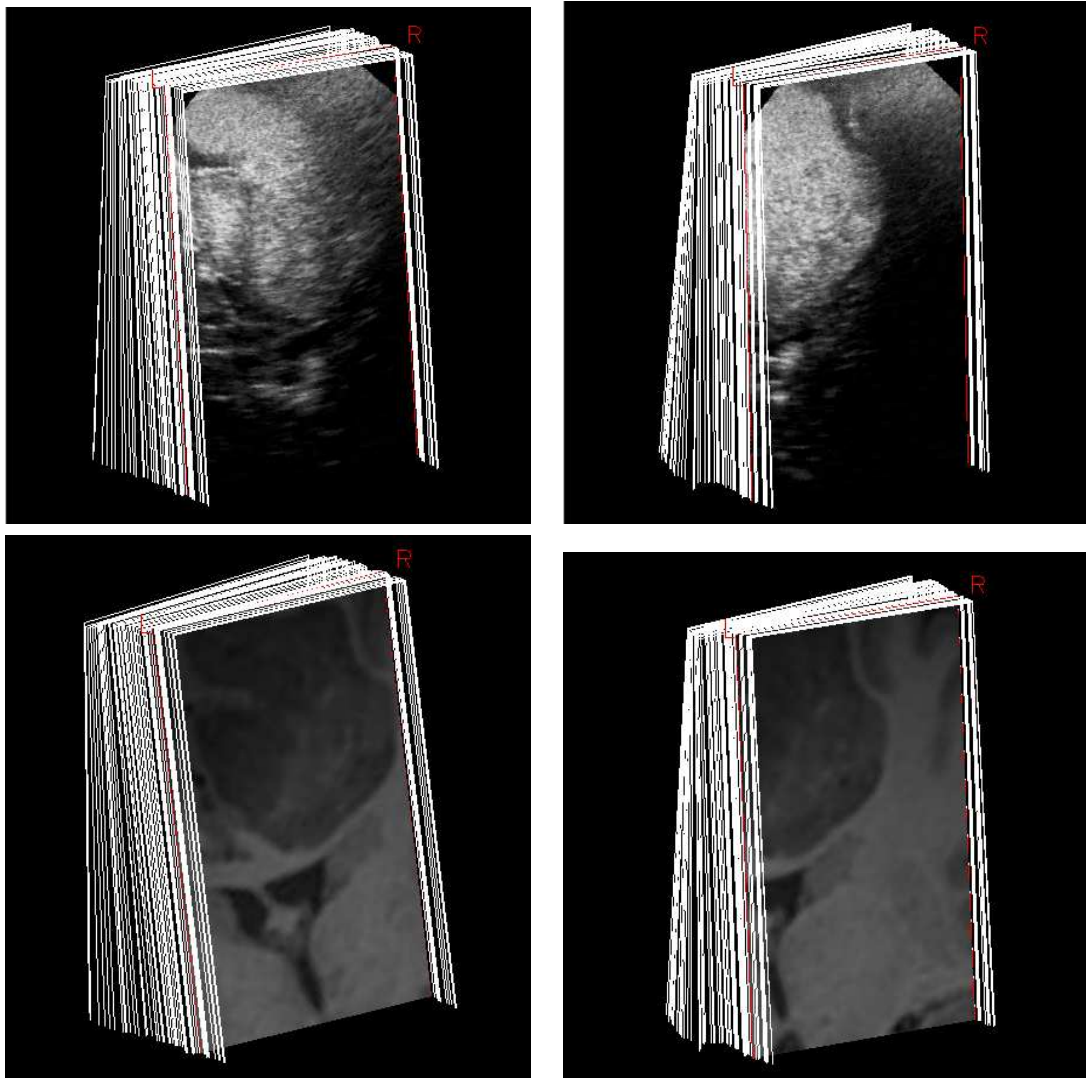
Top : Intra-operative B-scans sequences of brain used during evaluation. The low-grade glioma and ventricles are visible in white. Left : US-sequence1. Right : US-sequence2. Bottom : Intra-operative MR-scans sequences of brain built on B-scans sequences. Left : MR-sequence1. Right : MR-sequence2. In MR images the low-grade glioma and the ventricles appears in gray.
